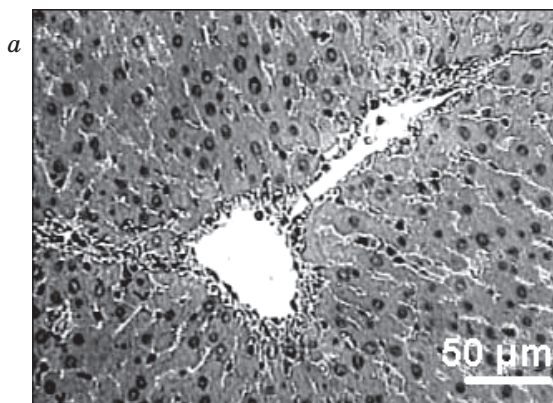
Структура ткани печени после 1-часового гипотермического хранения изолированного органа в сахарозосодержащем растворе и последующей нормотермической реперфузии.
